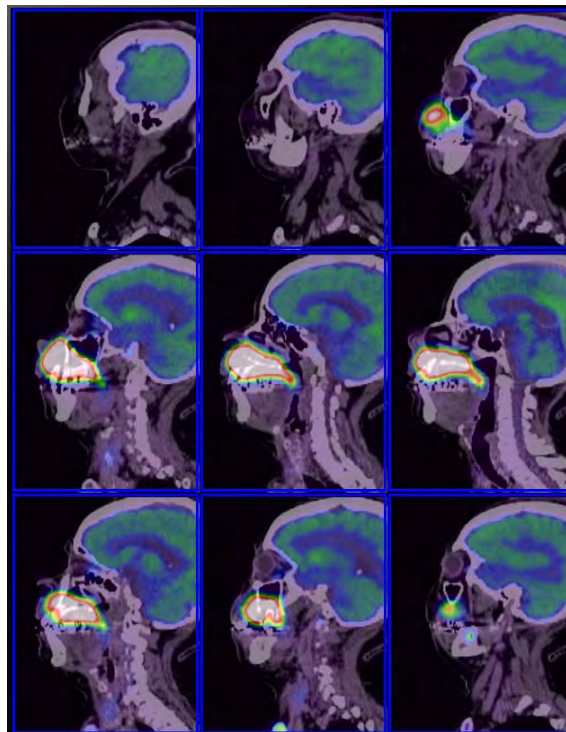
Estudio PET/CT (F.D.)
